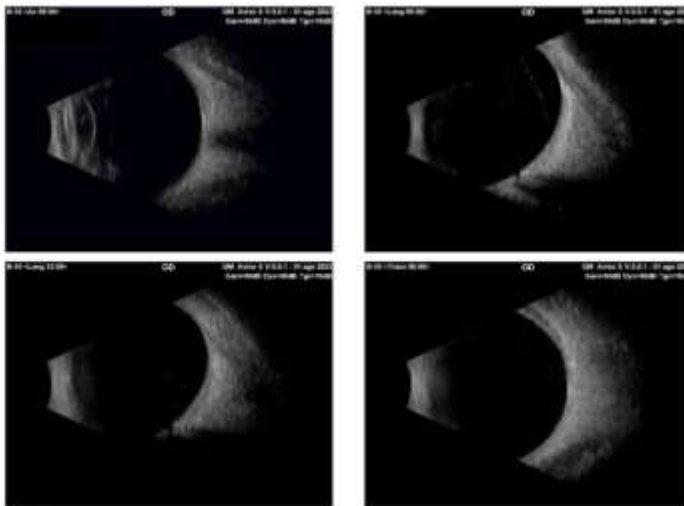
Ecografía modo B: Globo ocular íntegro fáquico con excavación papila acusada (2da imagen derecha)
